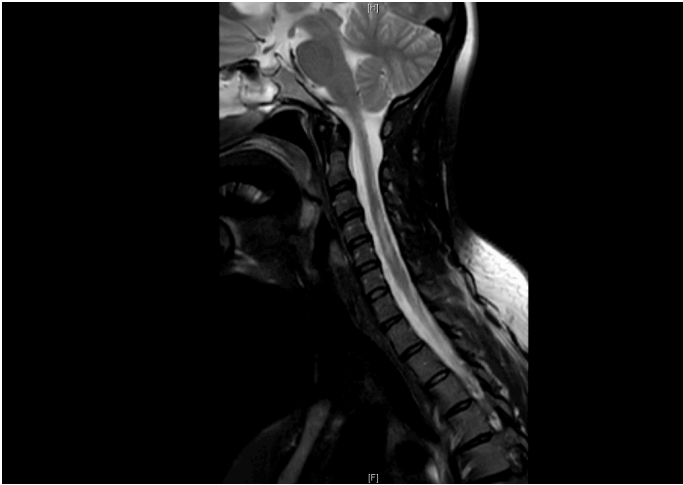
RMN cervicodorsal. Mielitis extensa C3-C6.
